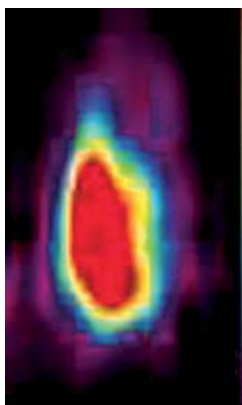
Positronenemissionstomographie eines Tumors im Rattenhirn, der von Stammzell-artigen Zellen abstammt und zunächst von der Gefäßversorgung unabhängig ist. Durch Ausschüttung von Wachstumsfaktoren schafft er sich eine eigene Gefäßversorgung. Quelle: Per Sakariassen, Universität Bergen, Norwegen.
